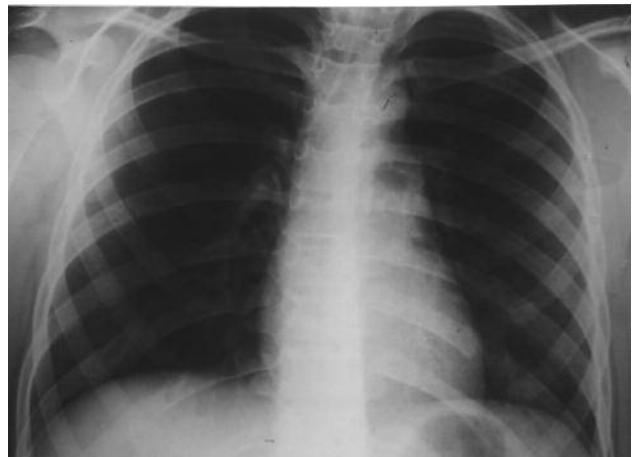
На контрольной рентгенограмме органов грудной клетки, проведенной на следующий день после поступления утром (слева – артефакты на пленке)– динамика отрицательная за счет нарастания снижения прозрачности легочных полей, определяются различной формы очаги затемнения, местами сливающиеся, наиболее выраженные в центральных и нижних отделах (признаки аспирации). Справа кардиодиафрагмальный угол затемнен. Синусы не изменены, контуры диафрагмы четкие, сердце в поперечнике не расширено, эндотрахеальная трубка на уровне Th<sub>1</sub>
